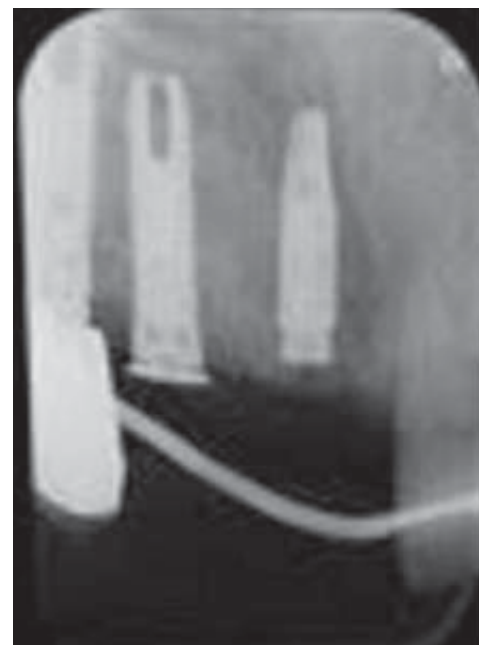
Rx. Periapical control
